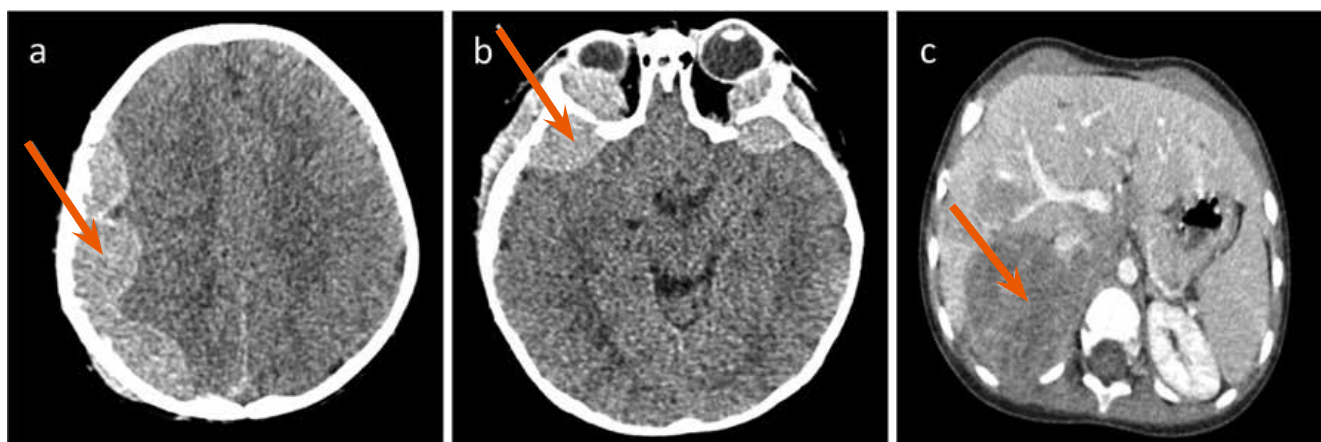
КТ с контрастным усилением черепа и органов брюшной полости в дебюте заболевания: внутричерепное (а), ретробульбарное (б) распространение опухоли, поражение правого надпочечника (с).
